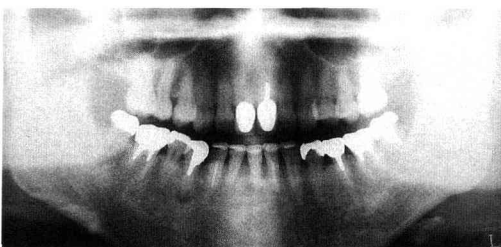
Orthopantomographic photographs before treatment. (55 years and 4 months old)
